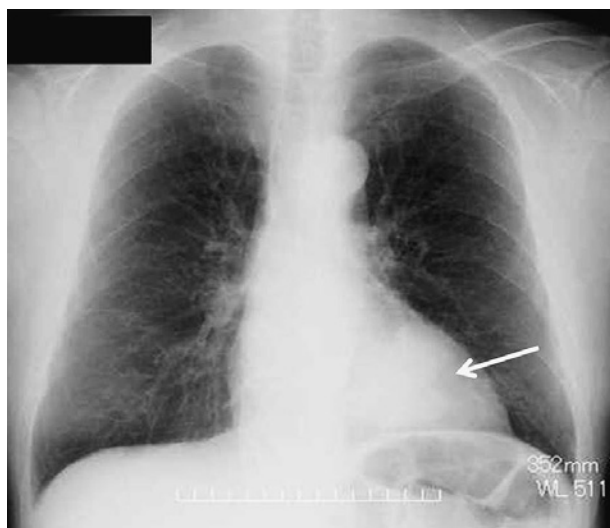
Chest X-ray shows a mass shadow overlapping a heart shadow in the left lung field (arrow).
